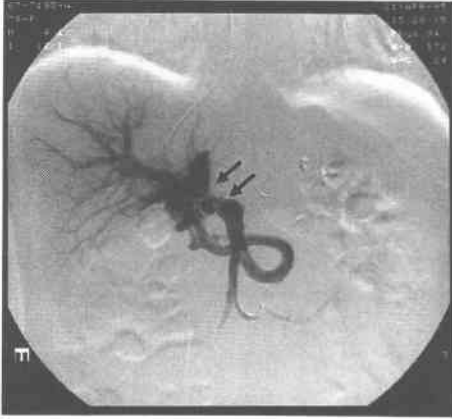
Radiograph showed angioplasty 10mm balloon dilatation of portal vein stenosis.
